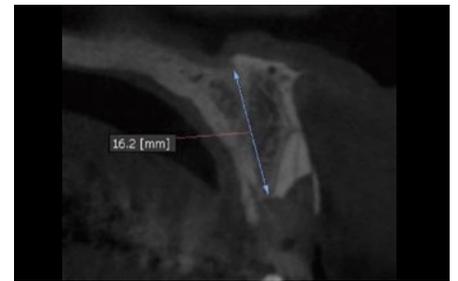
術前の CT クロスセクショナル像。
